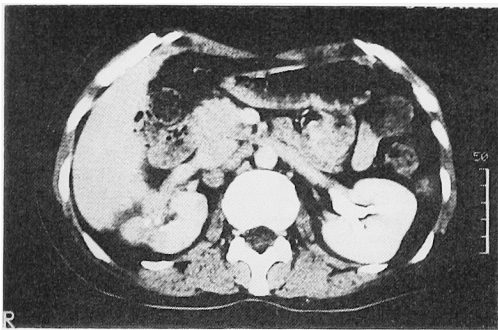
Follow-up CT (Case 2) Atrophic changes were observed at the upper lateral portion of the right kidney.
